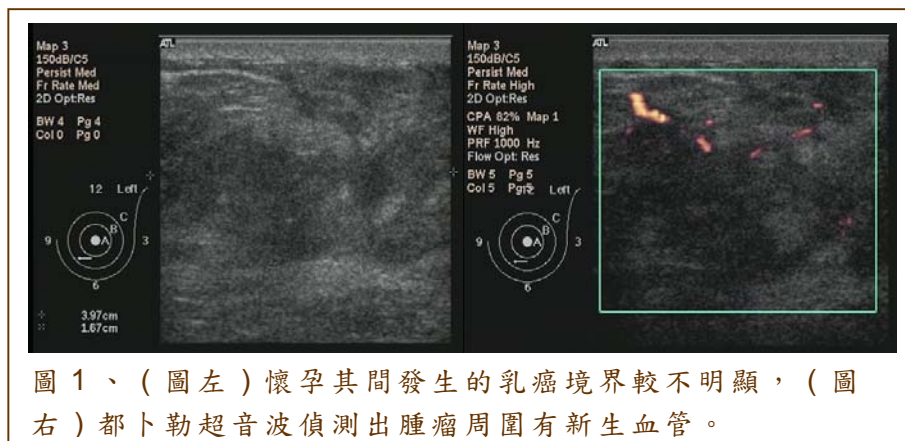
（圖左）懷孕其間發生的乳癌境界較不明顯，（圖右）都卜勒超音波偵測出腫瘤周圍有新生血管。
